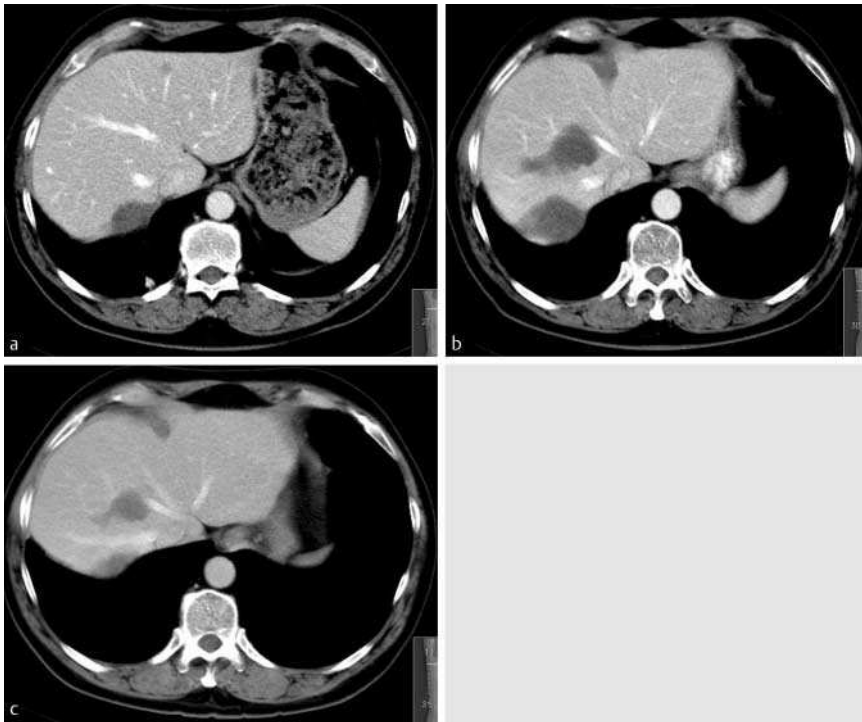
Successful RFA of three liver metastases from colon cancer. a CT-scan before RFA demonstrates two of three liver metastases (< 2.5 cm). b, c CT-scans performed 1 and 6 months after RFA show three thermal lesions larger than the tumours without contrast enhancement and gradual shrinkage over the follow-up period suggesting complete tumour necrosis.
